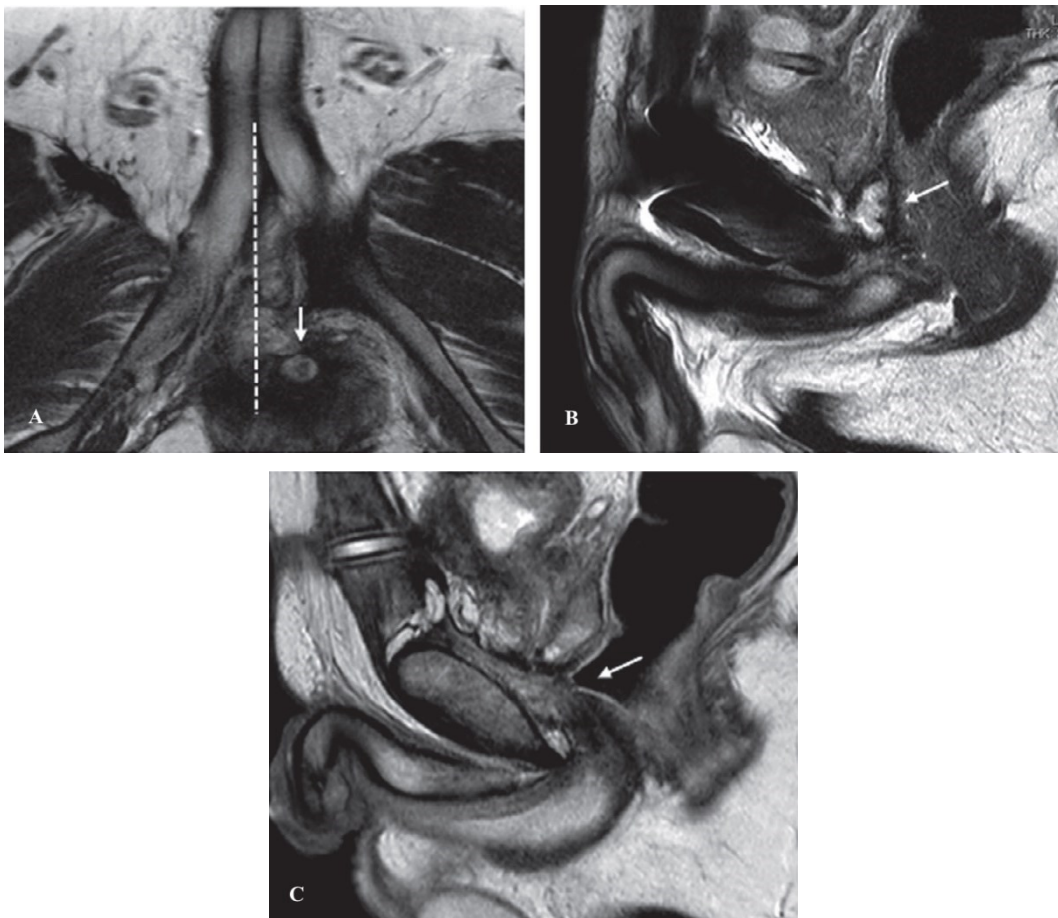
Rilevamenti pre-operativi tramite MRI in pazienti con stenosi post PFUI. (a) Dislocazione laterale del moncone uretrale prossimale (freccia). (b) Formazione di una cavità dietro il moncone uretrale prossima (freccia), visione sagittale T2-pesata. (c) Protrusione del retto nel gap uretrale (freccia), visione sagittale T2-pesata.
